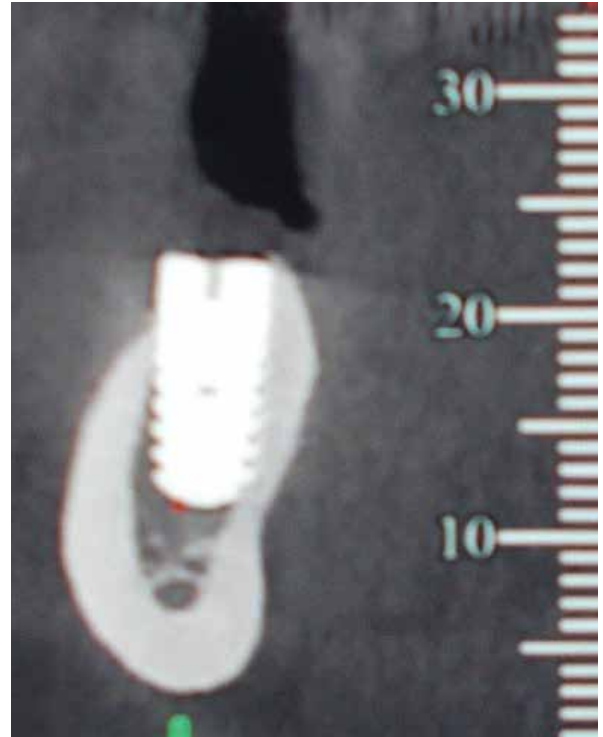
TC de haz cónico que muestra el implante y la relación con el conducto del nervio alveolar inferior y las paredes óseas corticales.
